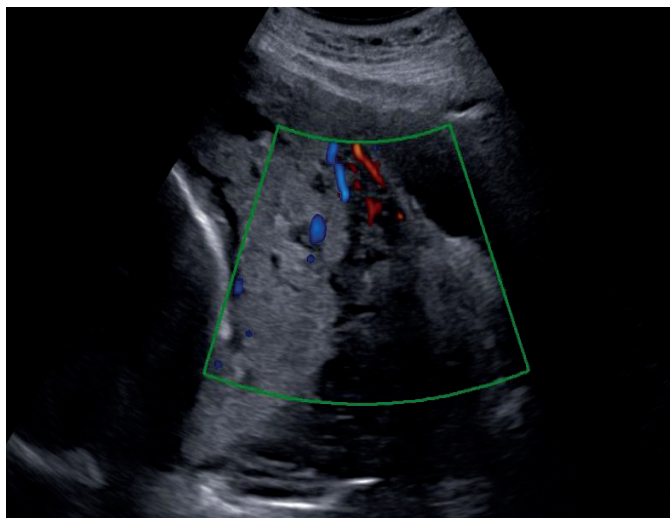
В-режим и режим ЦДК УЗИ-признаки центрального предлежания плаценты в сроке беременности 28-29 недель.
